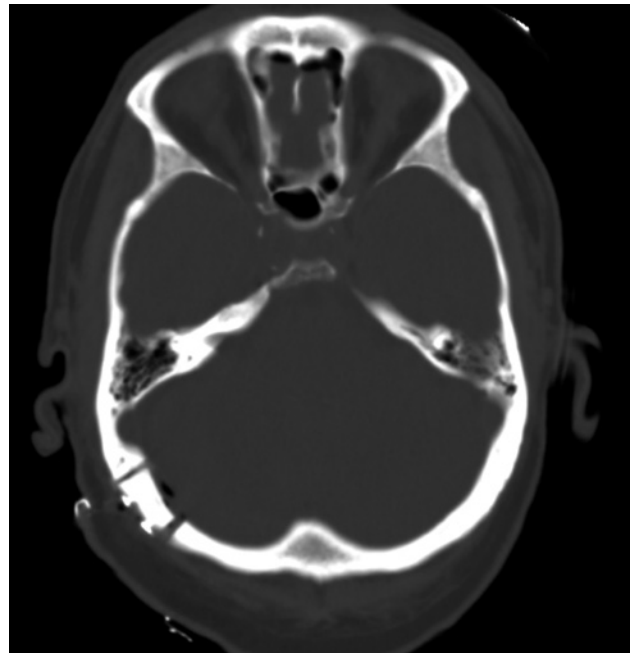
TC postquirúrgico a las 24h. Nótese la craneotomía mínimamente invasiva realizada.
